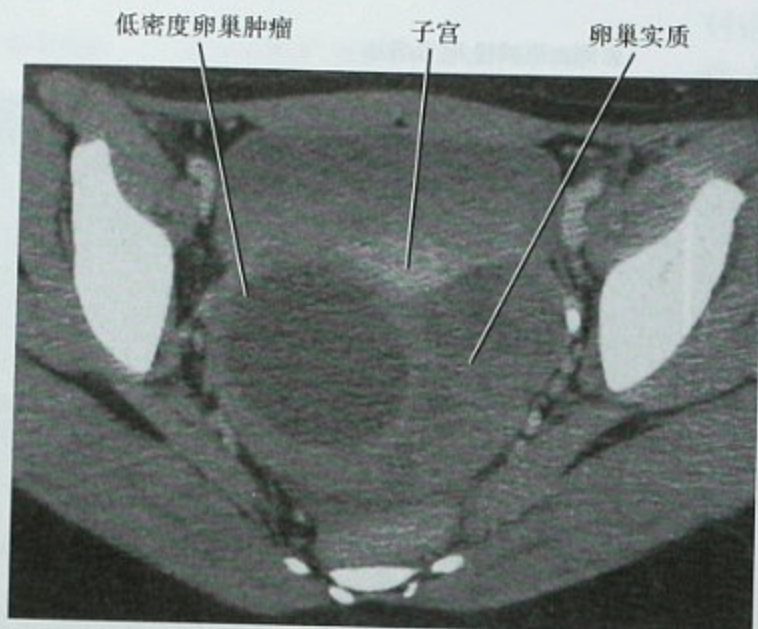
卵巢扭转增强 CT 表现,急性下腹痛患者增强 CT 横断位图像,显示子宫后方明显增大的卵巢,低密度肿块考虑为囊肿。更高层面见右侧卵巢正常(未提供)。手术证实左侧卵巢扭转造成梗死。卵巢低密度肿块证实为卵巢纤维腺瘤(良性纤维肿瘤)
